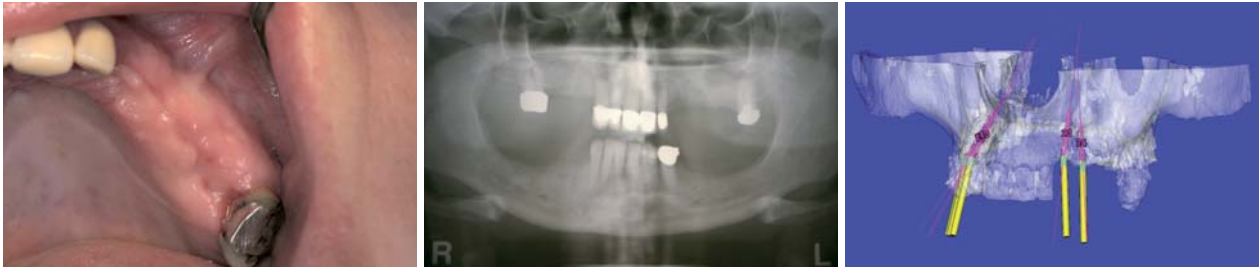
Klinisches Bild vier Wochen post OP nach molekularbiologischer Vorbehandlung. – Abb. 11: OPG drei Monate post OP, Knochenlager implantatfähig. – Abb. 12: CT vor Implantation drei Monate post OP. D: 1025–1291 HU.
